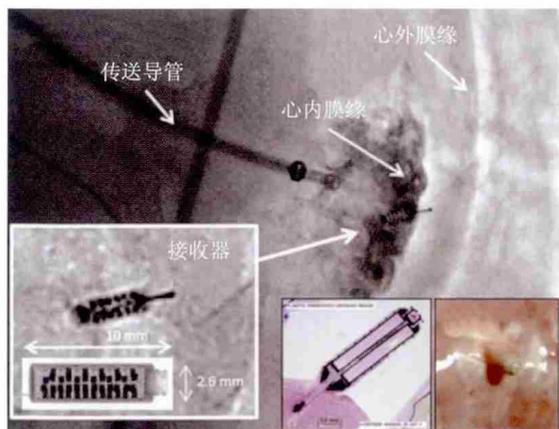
左心室无导线CRT技术的X线影像放大图及解剖图^[19]
